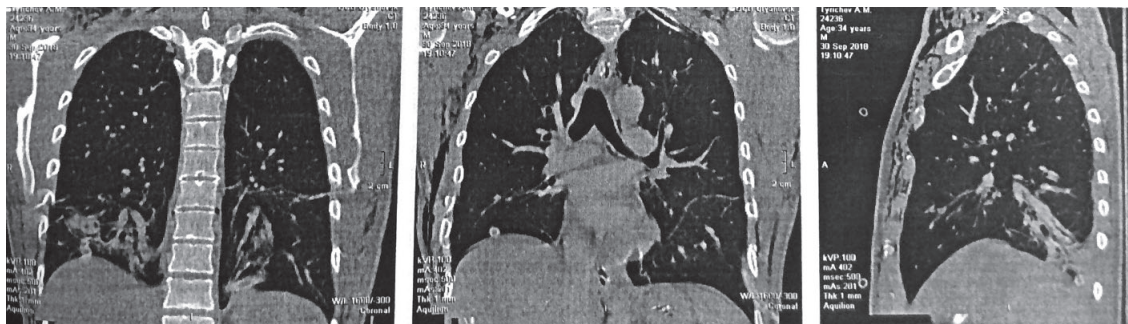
Компьютерная томография грудной клетки после первой операции
